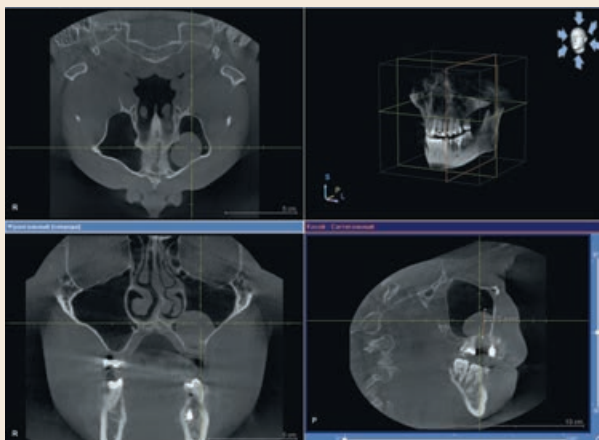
КТ околоносовых пазух. Картина кисты верхнечелюстной пазухи, планируется денальная имплантация в области удаленного 26-го зуба
